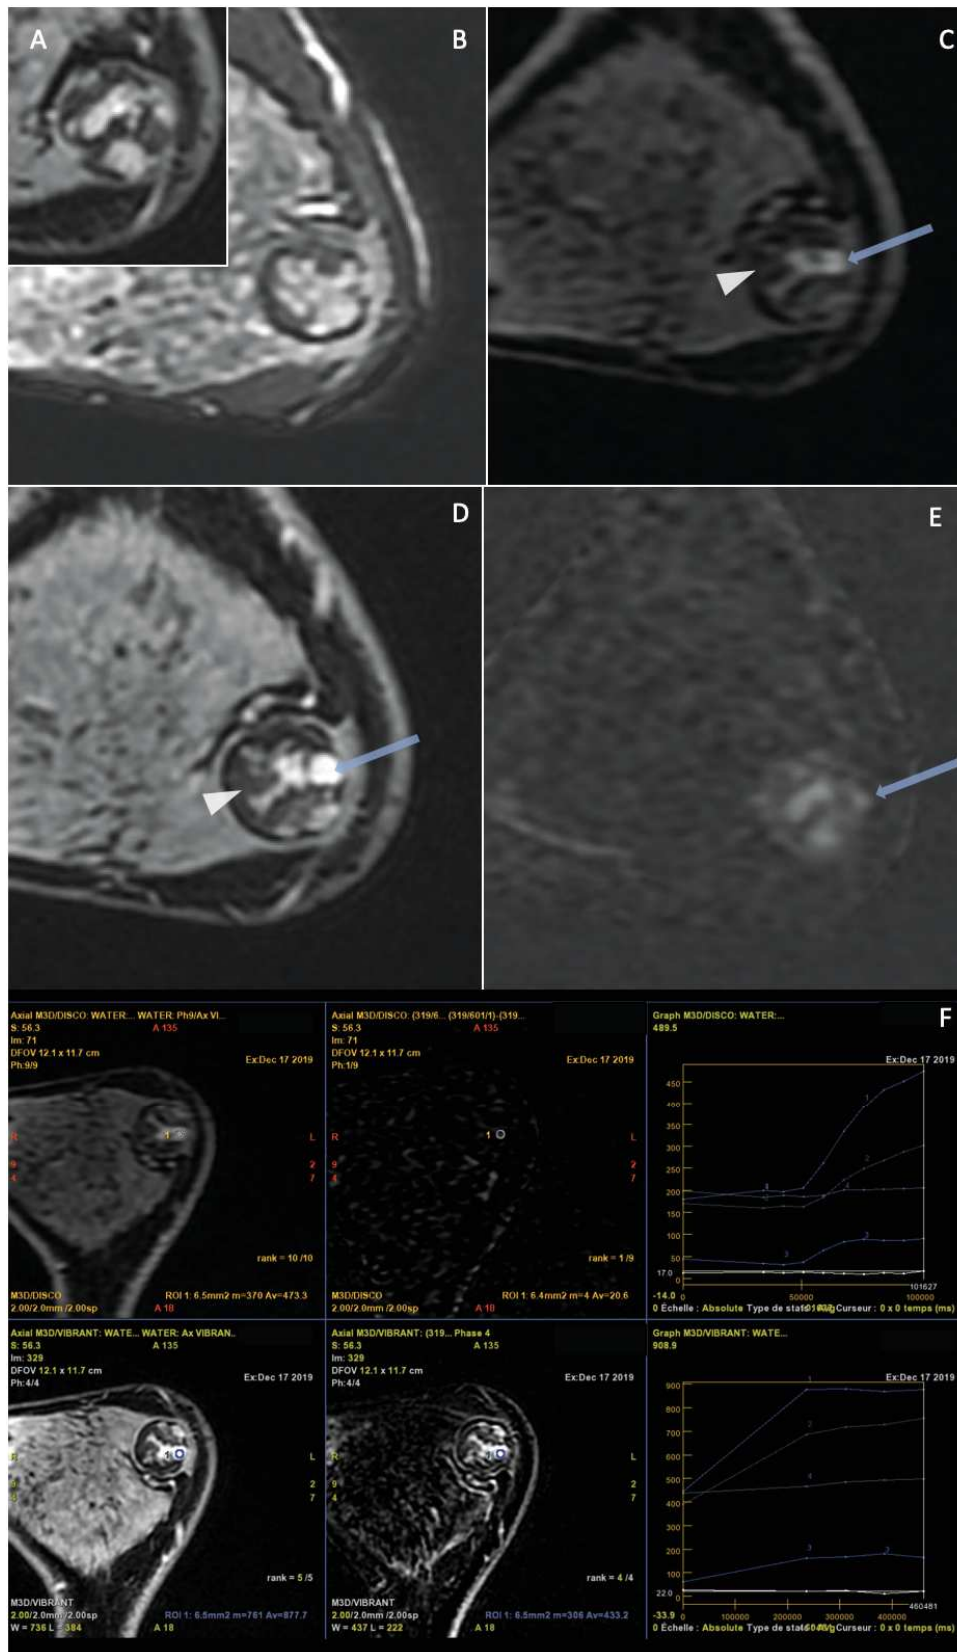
Aspect IRM d'une tumeur phyllode maligne. Ax T2 FS (A et B) ,T1 FS IV+ (C et D) avec soustraction (E). Courbe de rehaussement (F). Masse arrondie de signal hétérogène, avec des plages de nature grasseuse (têtes de flèches blanches) et des plages plus tissulaires de stroma en hypersignal T2 (flèches bleues) et présentant une courbe de rehaussement type 2.
